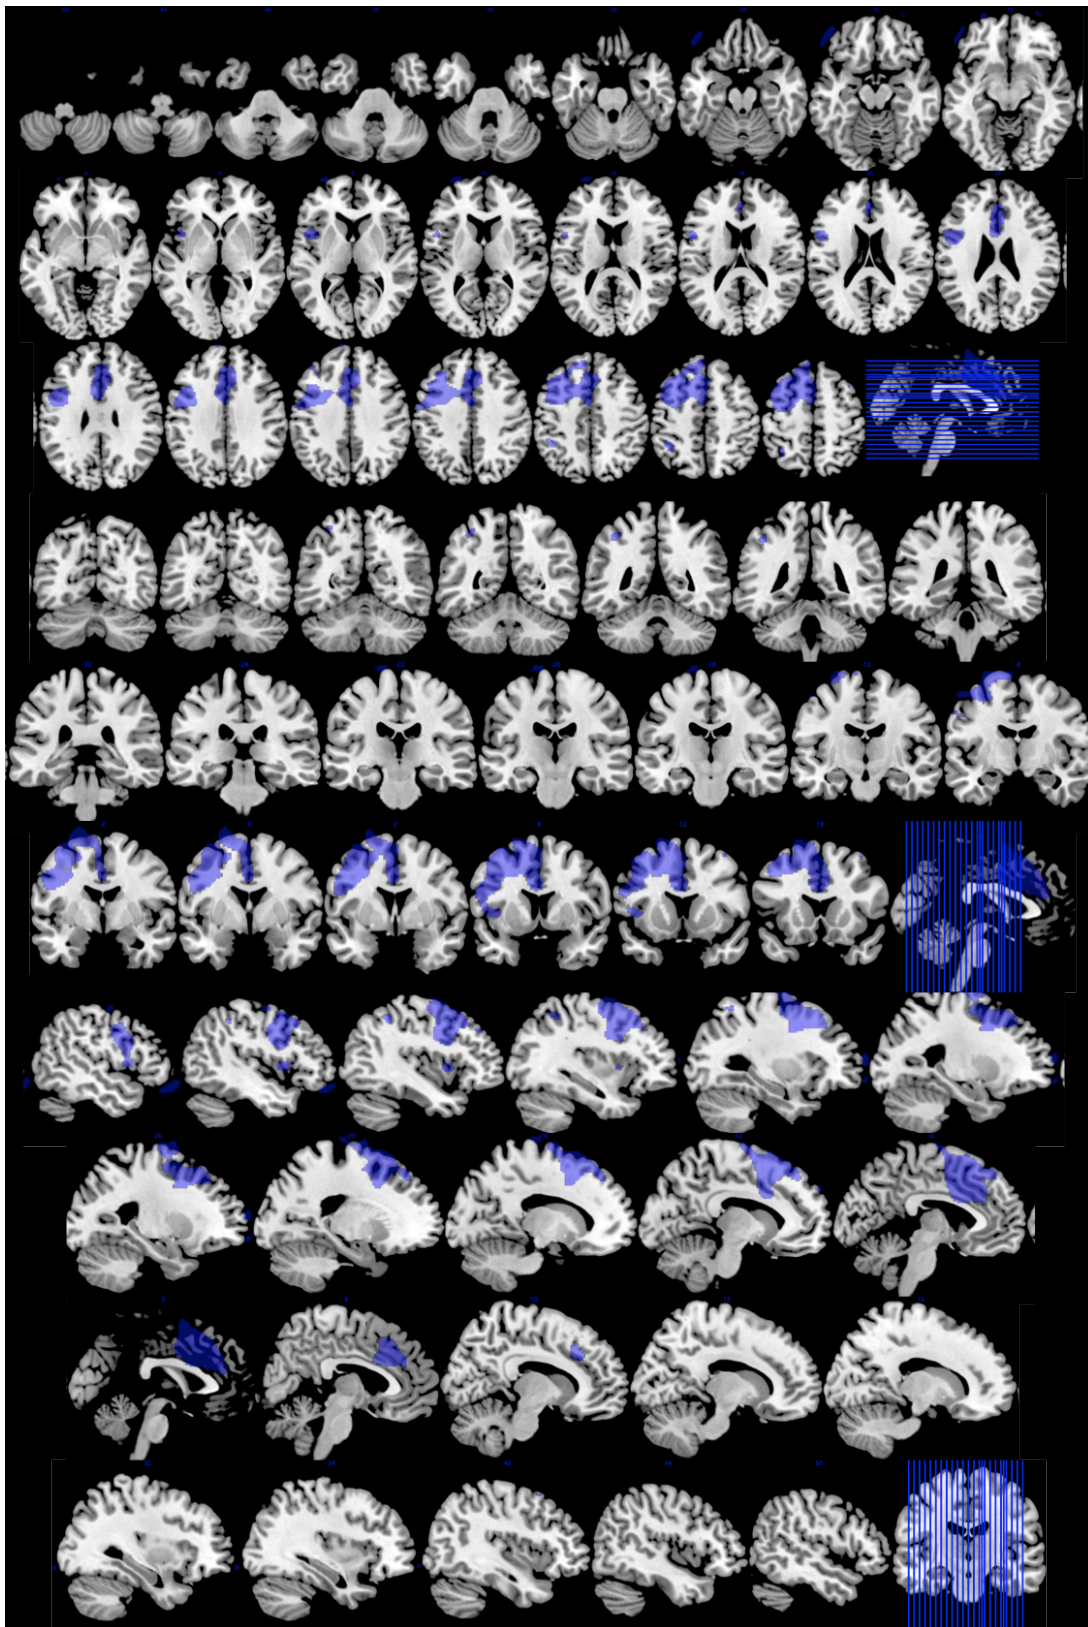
29. Topografía de la APP-G con apoyo de imagen. Regiones con menor metabolismo en el grupo de APP-G (incluido *plus*) con apoyo de imagen comparado con controles. Imagen superpuesta sobre Resonancia Magnética a partir del análisis realizado con SPM. Orientación neurológica.
